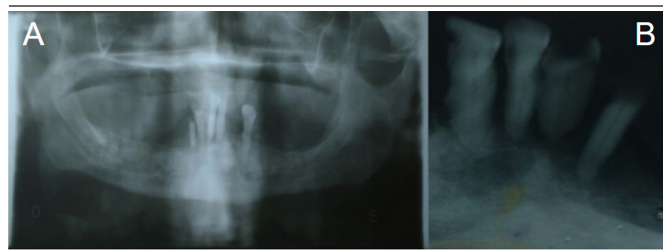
Exame de radiografia
